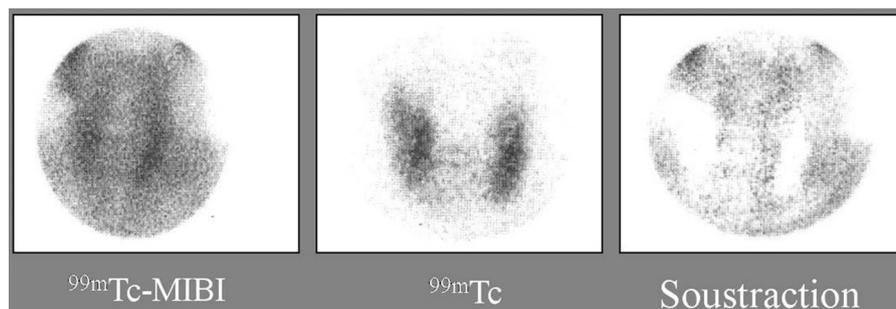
Absence d'anomalies de fixations d'origine parathyroïdienne sur la scintigraphie de soustraction.
